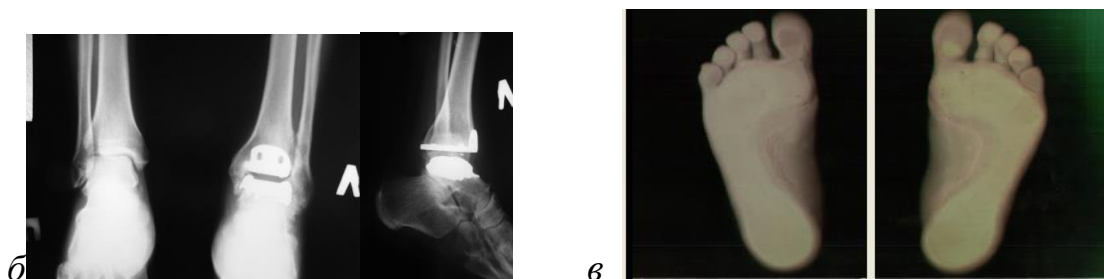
Тот же пациент. Вид стоп (а), рентгенограммы (б) и данные подографии (в) через 1 год после операции.
